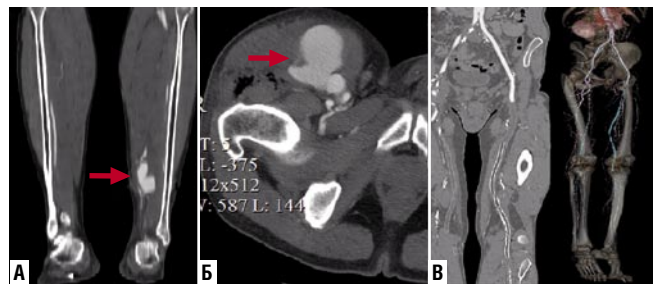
КТ-исследование с контрастированием. Стрелки: ложная аневризма задней большеберцовой артерии (А); пульсирующая гематома общей бедренной артерии (Б). КТ-ангиография магистральных артерий с 3D-реконструкцией (В).
